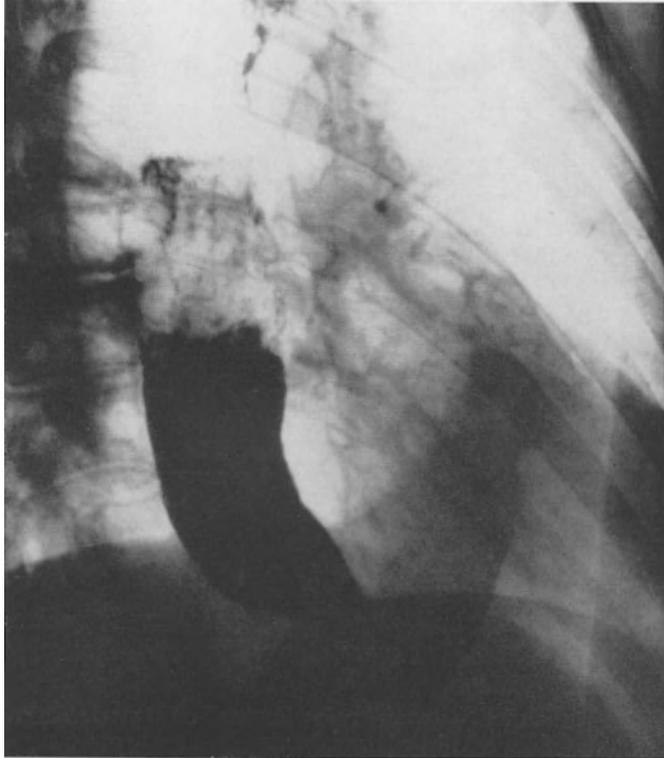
Typisches Röntgenbild eines Kardiospasmus mit spitz-zulaufender, regelmäßig konturierter Stenose der Kardia, erhebliche Dilatation der ganzen Speiseröhre mit Retention des Inhaltes
